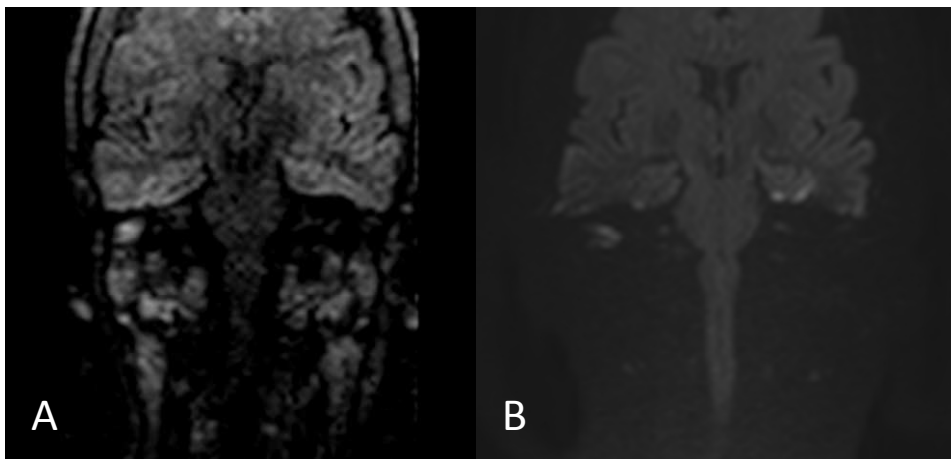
COLESTEATOMA IN PAZIENTE NON OPERATO: DWI, A) Nella sequenza Msh-TSE la massa appare spiccatamente iperintensa B) Nella sequenza Ssh-SE-EPI si osserva piccola areola di iperintenità corrispondente alla massa, a cui si associa una stria di iperintensità di natura artefattuale all'interfaccia aria-osso.
